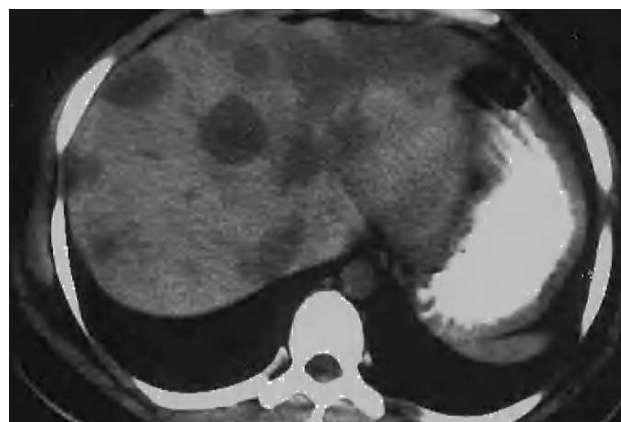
Tomografía computarizada abdominal: nódulos diseminados coalescentes en el parénquima hepático por hemangioendotelioma epiteliode.
